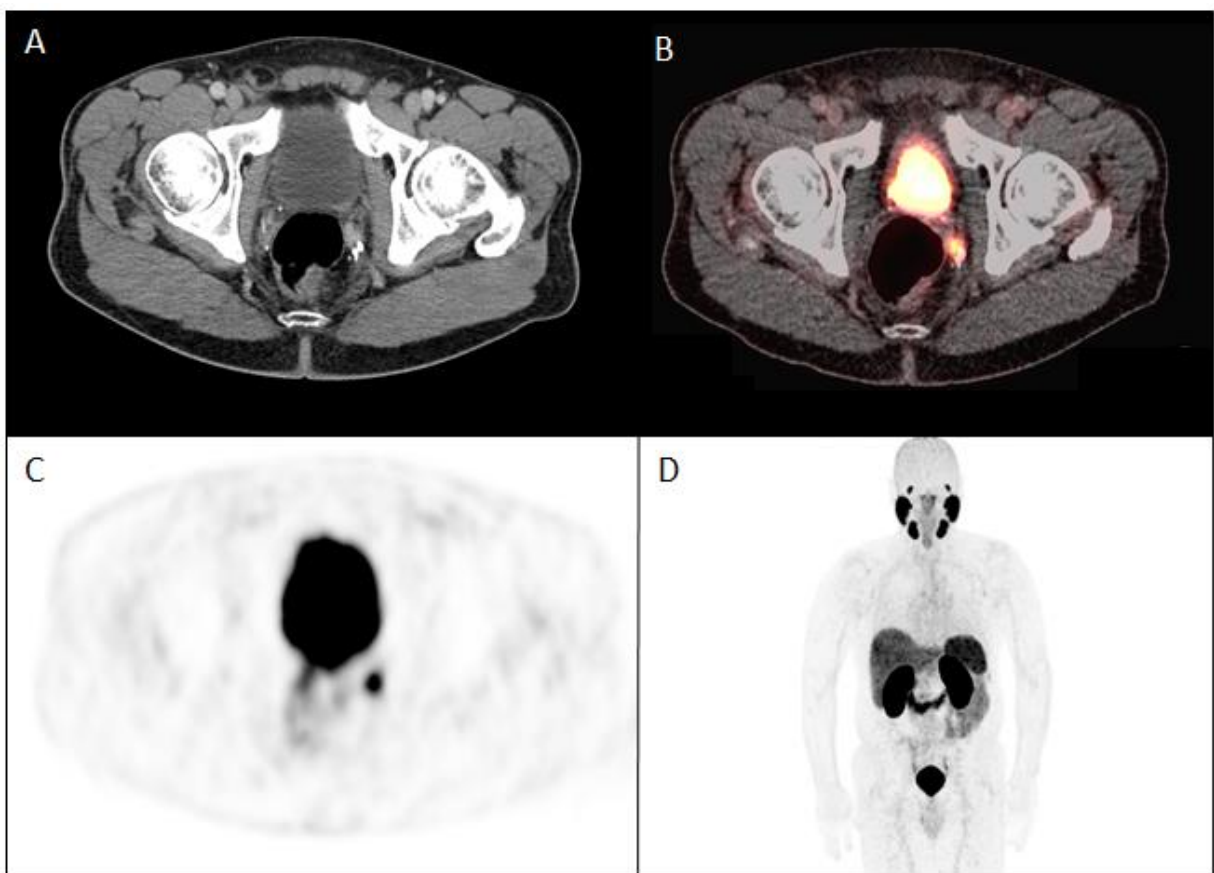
^{68}Ga -PSMA-11-PET/CT-Bild eines 62-jährigen Patienten 5 Jahre nach RP (2012, GSC 7a, pT3a pNx R1) und steigendem PSA-Wert von 0,2 ng/ml.
